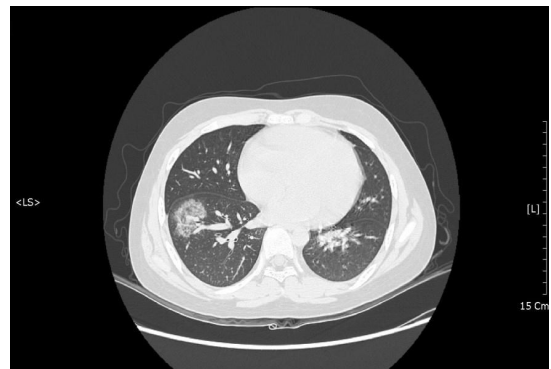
Chest computer tomography image showed a 3.5 cm sized mass with ground glass opacity, containing focal calcification in the right lower lobe.
